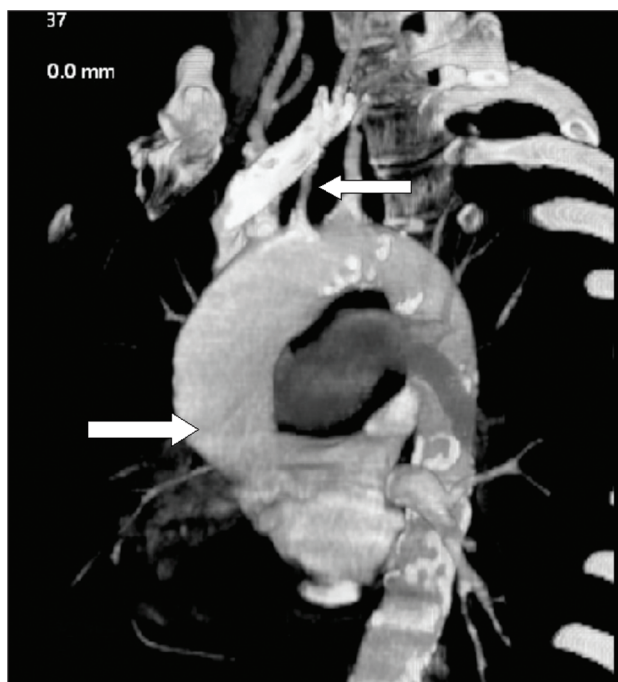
Doença de Takayasu com dilatação aneurismática de aorta ascendente (seta mais grossa) e estenose de artéria carótida esquerda (seta fina). Imagem de CT.
